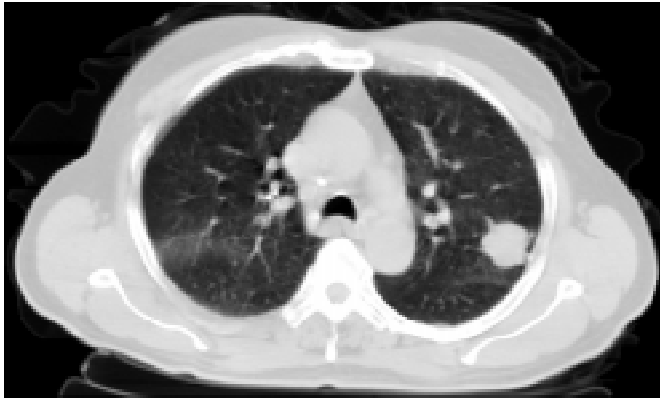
Хворий К., 66 років. Дрібноклітинний РЛ ліворуч, периферична форма, T2N0M0 — II стадія. СКТ: типова картина РЛ, із субплевральною локалізацією
